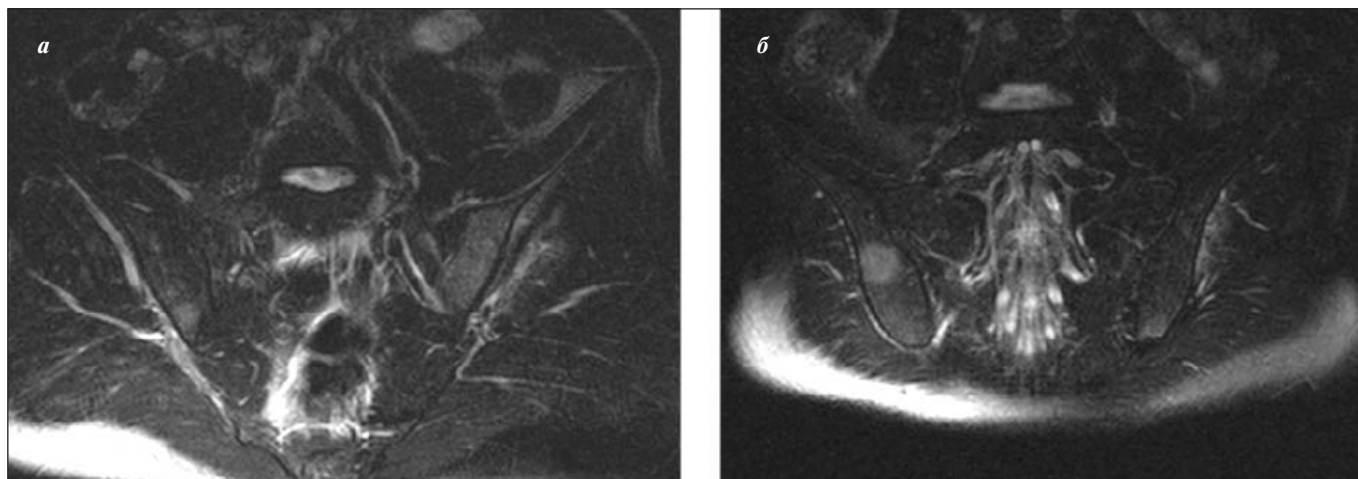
Лимфома Ходжкина с болями в области левой ягодицы. МРТ, T₂-FS-взвешенный режим. Диффузное повышение интенсивности сигнала в крыле левой подвздошной кости, округлый очаг повышения интенсивности сигнала в крыле правой подвздошной кости
